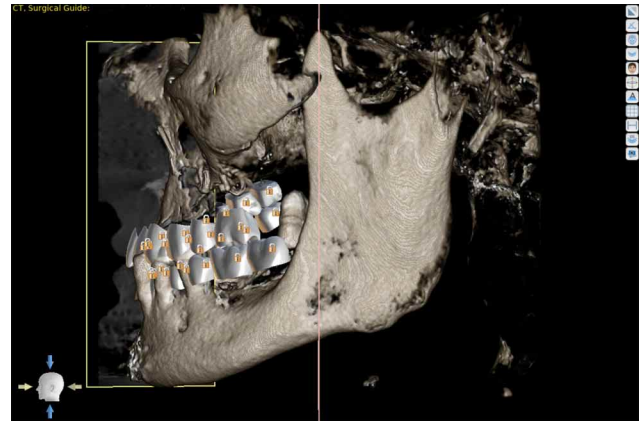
Enfilado virtual maxilar y mandíbula, visión sagital. Borde inferior incisivos superiores en base a línea de la sonrisa, contornos labiales, perfil blando CBCT.
